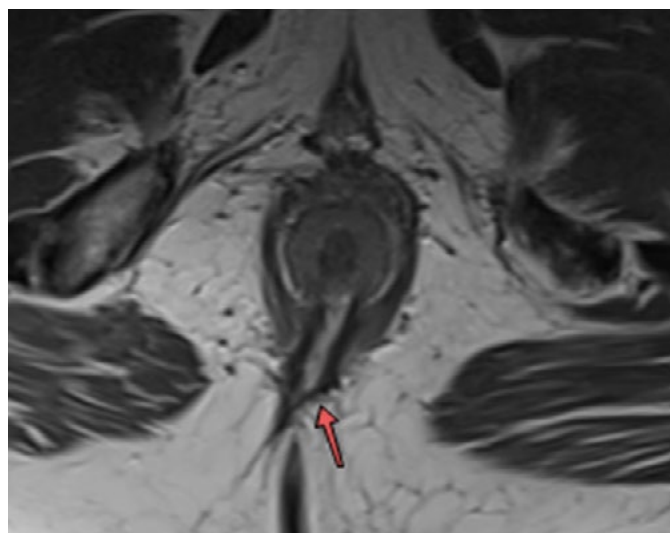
Homme 68 ans, séquence IRM axial T2, Fistule transsphinctérienne simple Saint James 3, (flèche)
